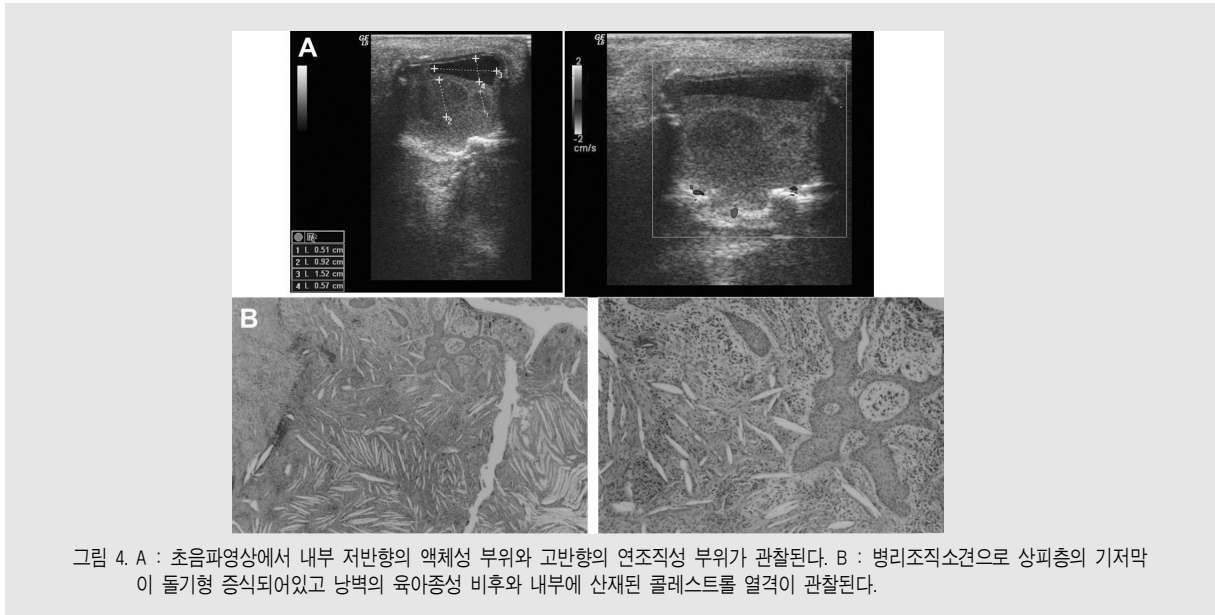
A : 초음파영상에서 내부 저반향의 액체성 부위와 고반향의 연조직성 부위가 관찰된다. B : 병리조직소견으로 상피층의 기저막이 돌기형 증식되어있고 낭벽의 육아중성 비후와 내부에 산재된 폴레스트를 열격이 관찰된다.
